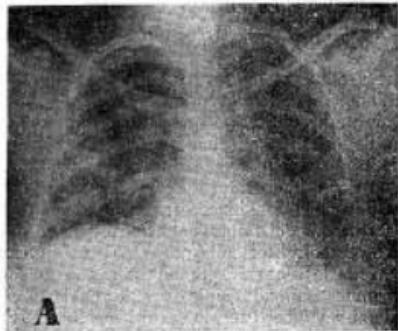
Colangitis aguda fulminante: A) Infiltrados pulmonares de origen séptico en la radiografía de tórax al ingreso.
